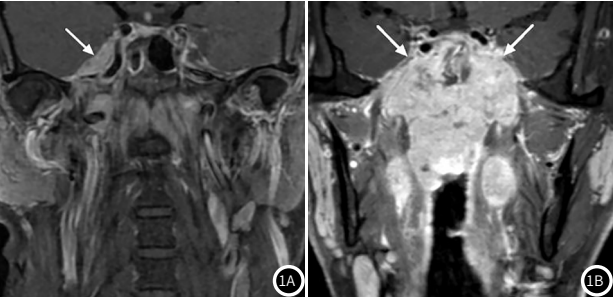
患者病灶MRI影像图。1A：冠状位T₁WI可见右侧海绵窦侵犯(箭头)；1B：冠状位T₁WI增强扫描可见双侧海绵窦侵犯(箭头)。
